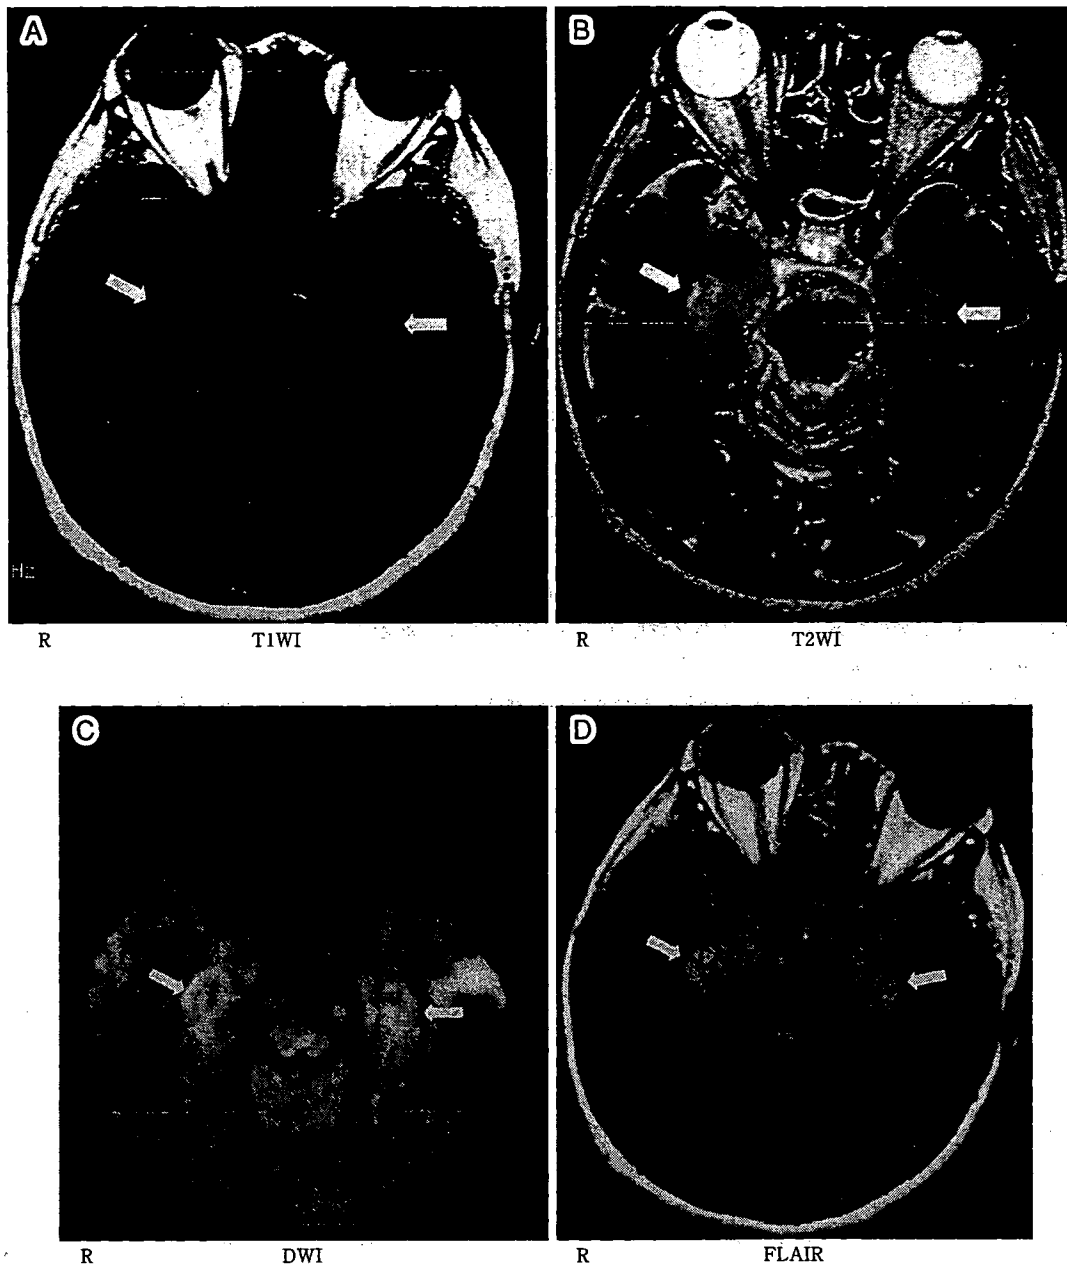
A, B, C, D : Axial brain MRI on day 8.
